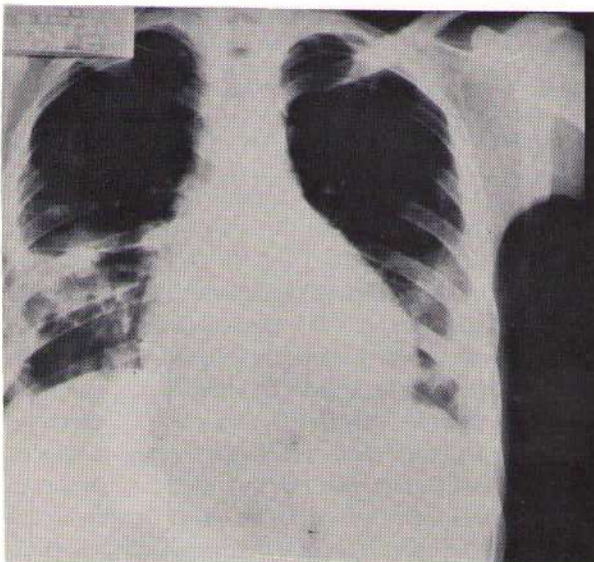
Radiografia de tórax mostrando condensações múltiplas pulmonares em ambas as bases.
